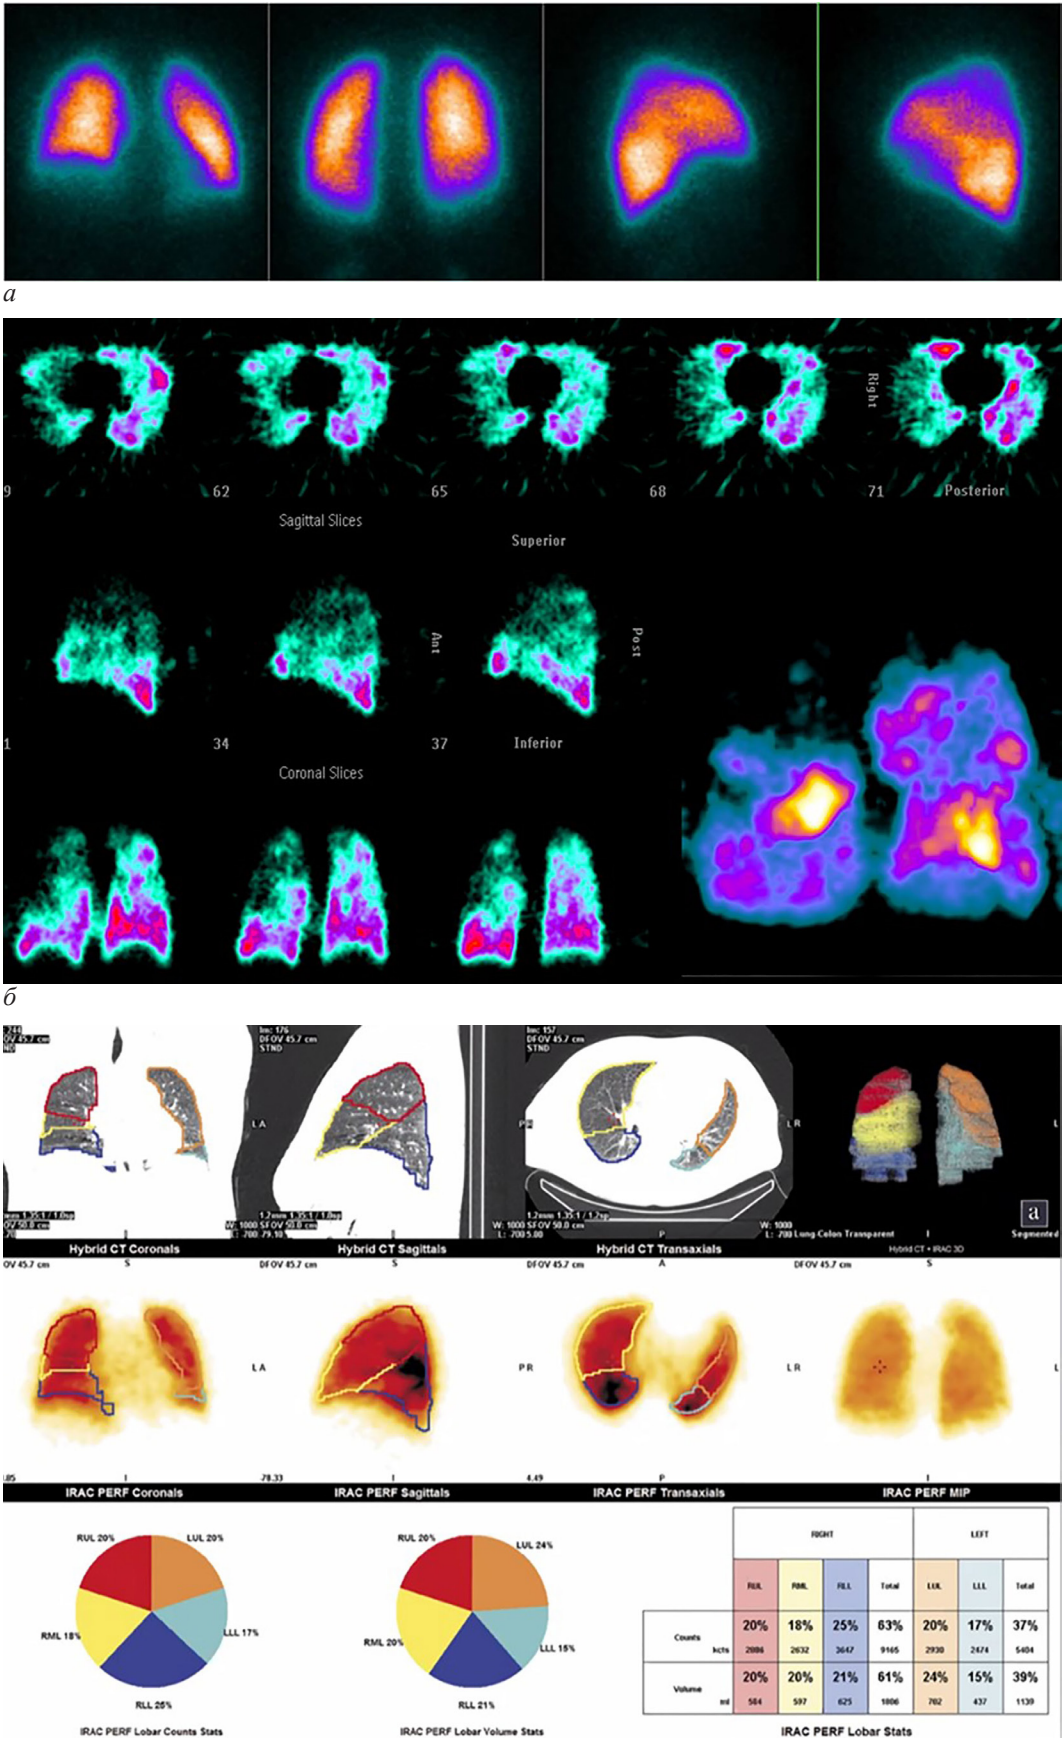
Методы исследования микроциркуляции в легких: *a* – перфузионная сцинтиграфия легких в 4 проекциях, норма; *б* – ОФЭКТ легких. Диффузная эмфизема; *в* – совмещенное ОФЭКТ-КТ исследование. Норма. Обработка исследования ОФЭКТ-КТ в приложении Q. Lung. Практически полное соответствие между объемом долей легких и накоплением в них РФП (собственные данные)
